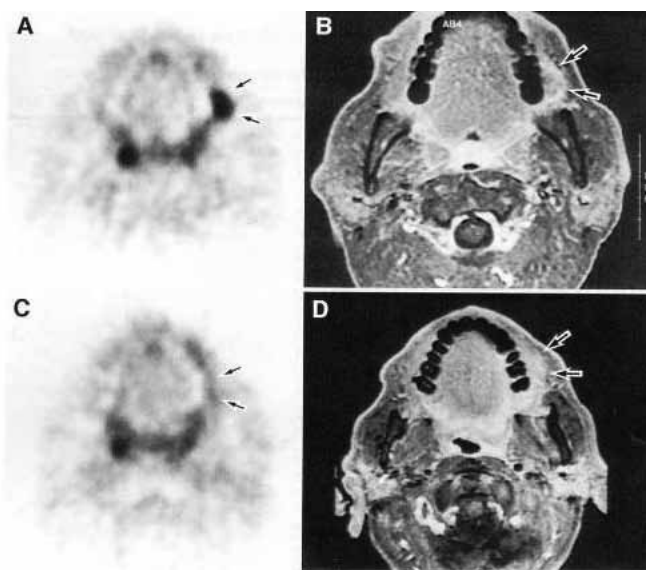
ФДГ-ПЭТ и МРТ при плоскоклеточном раке слизистой левой щеки: А, В – до лечения; С, Д – после химиорадиотерапии. При ФДГ-ПЭТ констатирован полный эффект в виде исчезновения гиперметаболического очага (истинно отрицательный результат), хотя на МРТ визуализируется остаточный субстрат (ложноположительный результат)
